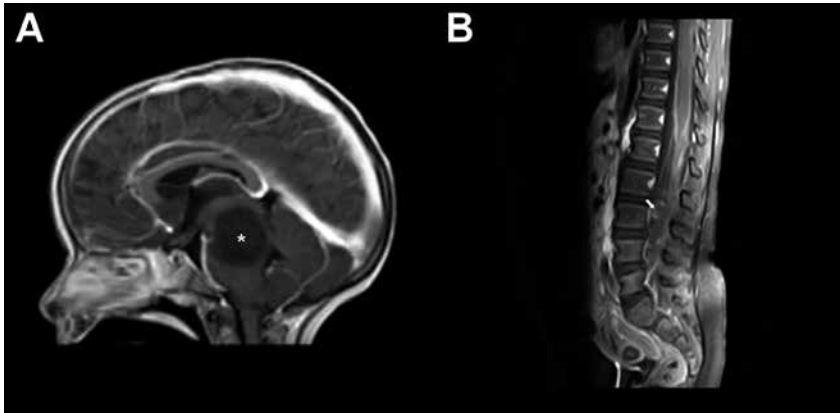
PNET en RM craneal (A) con metástasis espinales en RM de columna (B). Tumoración centrada en protuberancia y mesencéfalo (*). No presenta realce significativo tras la administración de contraste. Nódulo espinal con captación de contraste (→) a nivel L1-L2 compatible con metástasis. A. Corte sagital en T1 con contraste (craneal). B. Corte sagital en T1 con contraste (columna).
